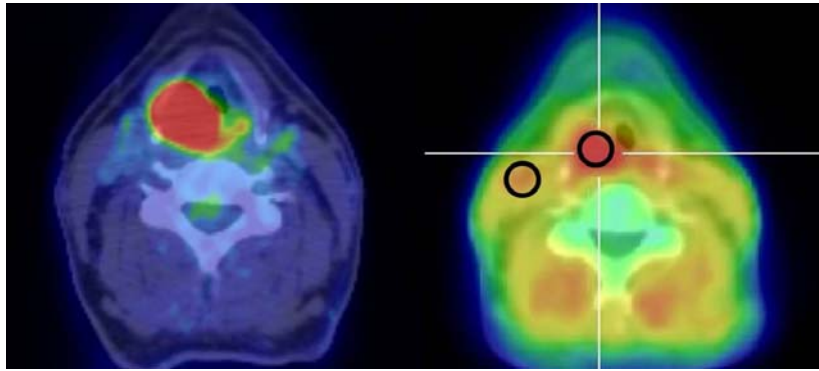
左：FDG-PET、右：FRP-170 PET
